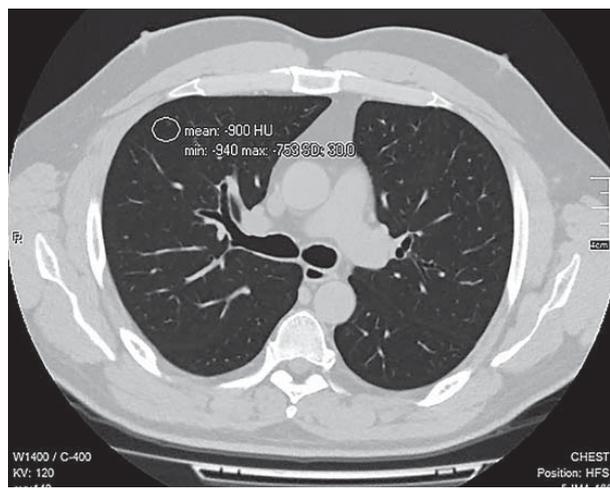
КТ ОГК хворого А. за кілька місяців до захворювання на COVID-19. Аксіальний зріз
